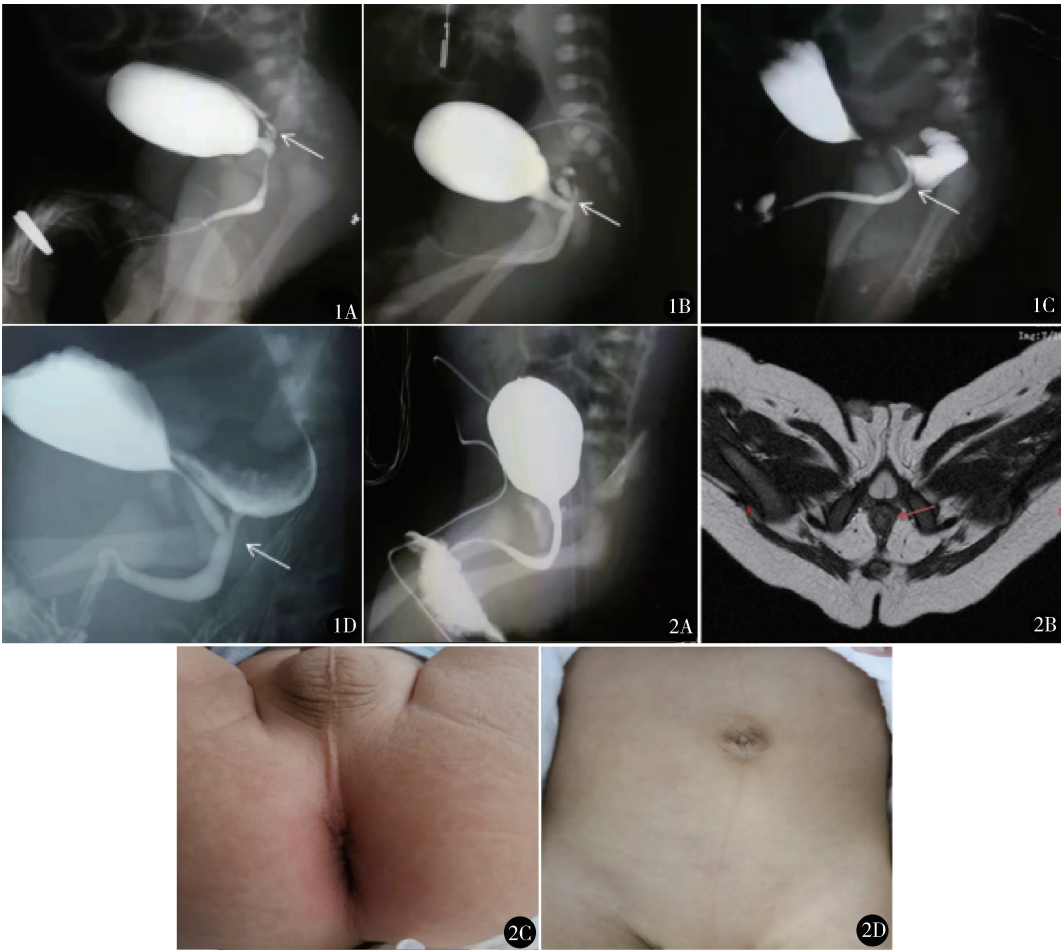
逆行膀胱造影确定直肠尿道瘘的位置 A. 直肠膀胱颈部瘘;B. 直肠前列腺部瘘;C. 直肠尿道球部瘘(远端);D. 直肠尿道球部瘘(近端) 图 2 A. 术后 2 周逆行膀胱造影显示无尿道憩室、尿道瘘复发;B. 术后 2 周 MRI 示直肠末端均位于括约肌中心;C. 术后 3 个月肛门外观满意,无黏膜外翻;D. 术后 1 年腹部外观满意
